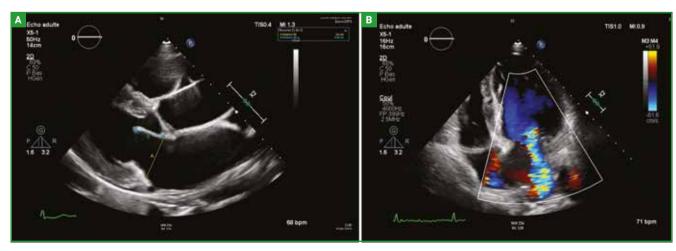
Insuffisance mitrale secondaire par dilatation annulaire. A: coupe parasternale grand axe: rapport anneau/longueur du feuillet antérieur = 1,56; B: coupe apicale 4 cavités: insuffisance mitrale en Doppler couleur.
